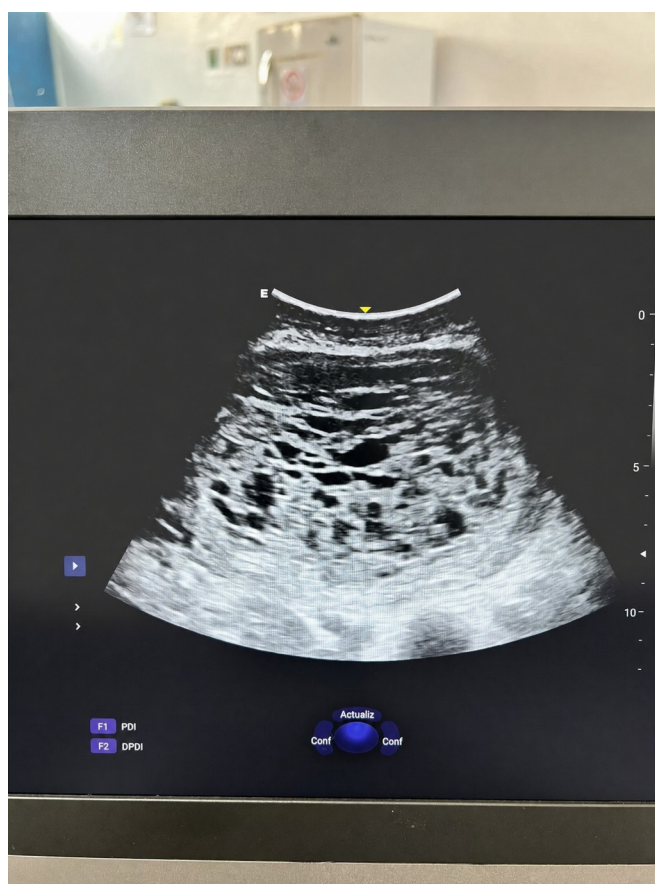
Ecografía pélvica con masa intrauterina heterogénea y patrón de “tormenta de nieve”, sin feto identificable.
